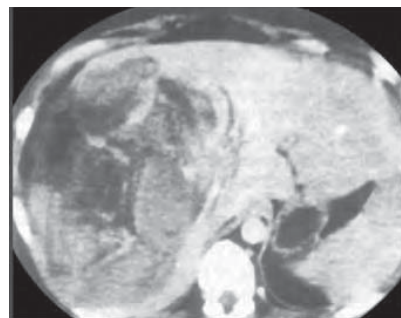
/9.- TAC de abdomen. Gran traumatismo de lóbulo derecho de hígado, efracción en lóbulo izquierdo.
